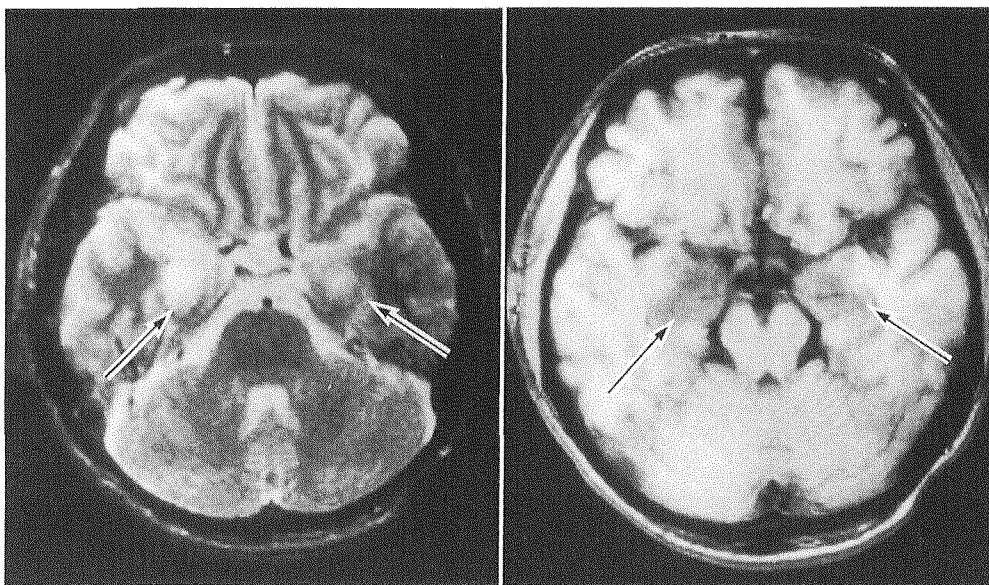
MRI T<sub>1</sub>・T<sub>2</sub>強調画像
